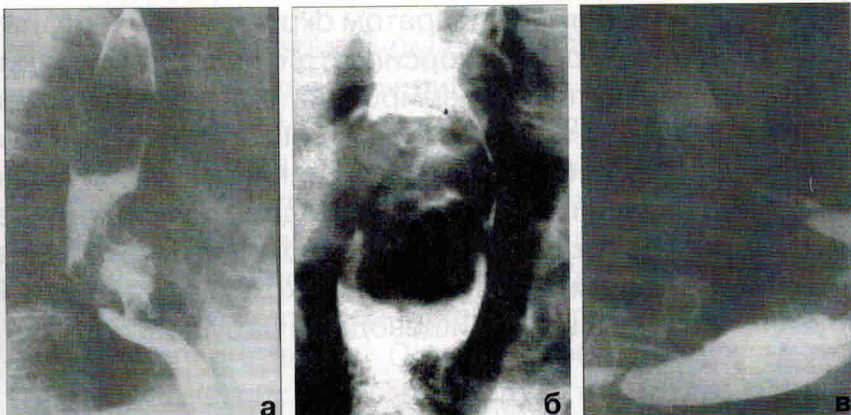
Рентгенологическая картина рака пищевода: а - язвенная форма, б - полипоидная форма, в - диффузно-инfiltrативная форма (По Черноусову А.Ф. и соавт., 2000)
